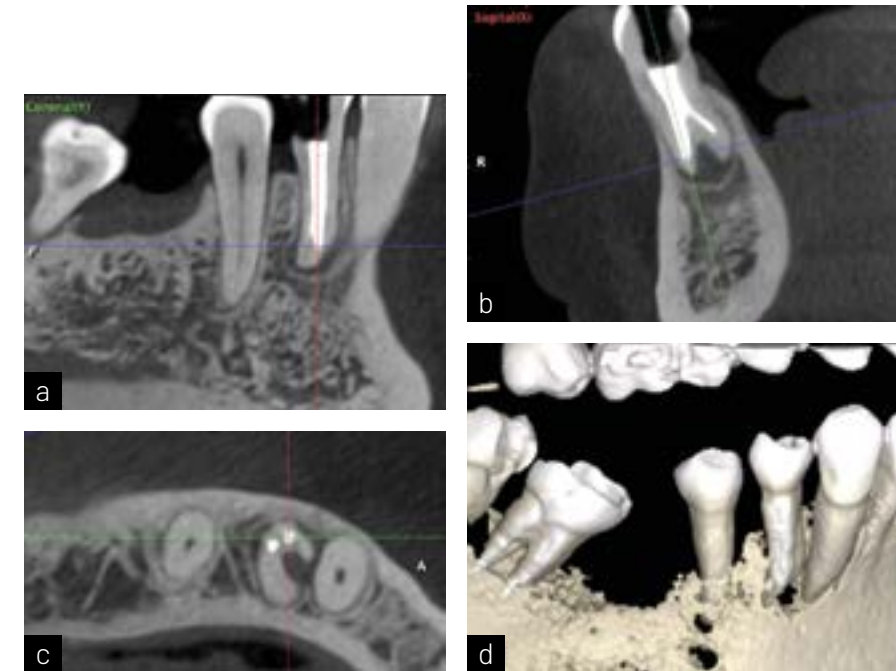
Tomografía computarizada de haz cónico inicial de pieza 44, donde se visualiza la trifurcación y conductos subobturados. Corte coronal (a). Corte sagital (b). Corte axial (c). Reconstrucción 3D (d).
